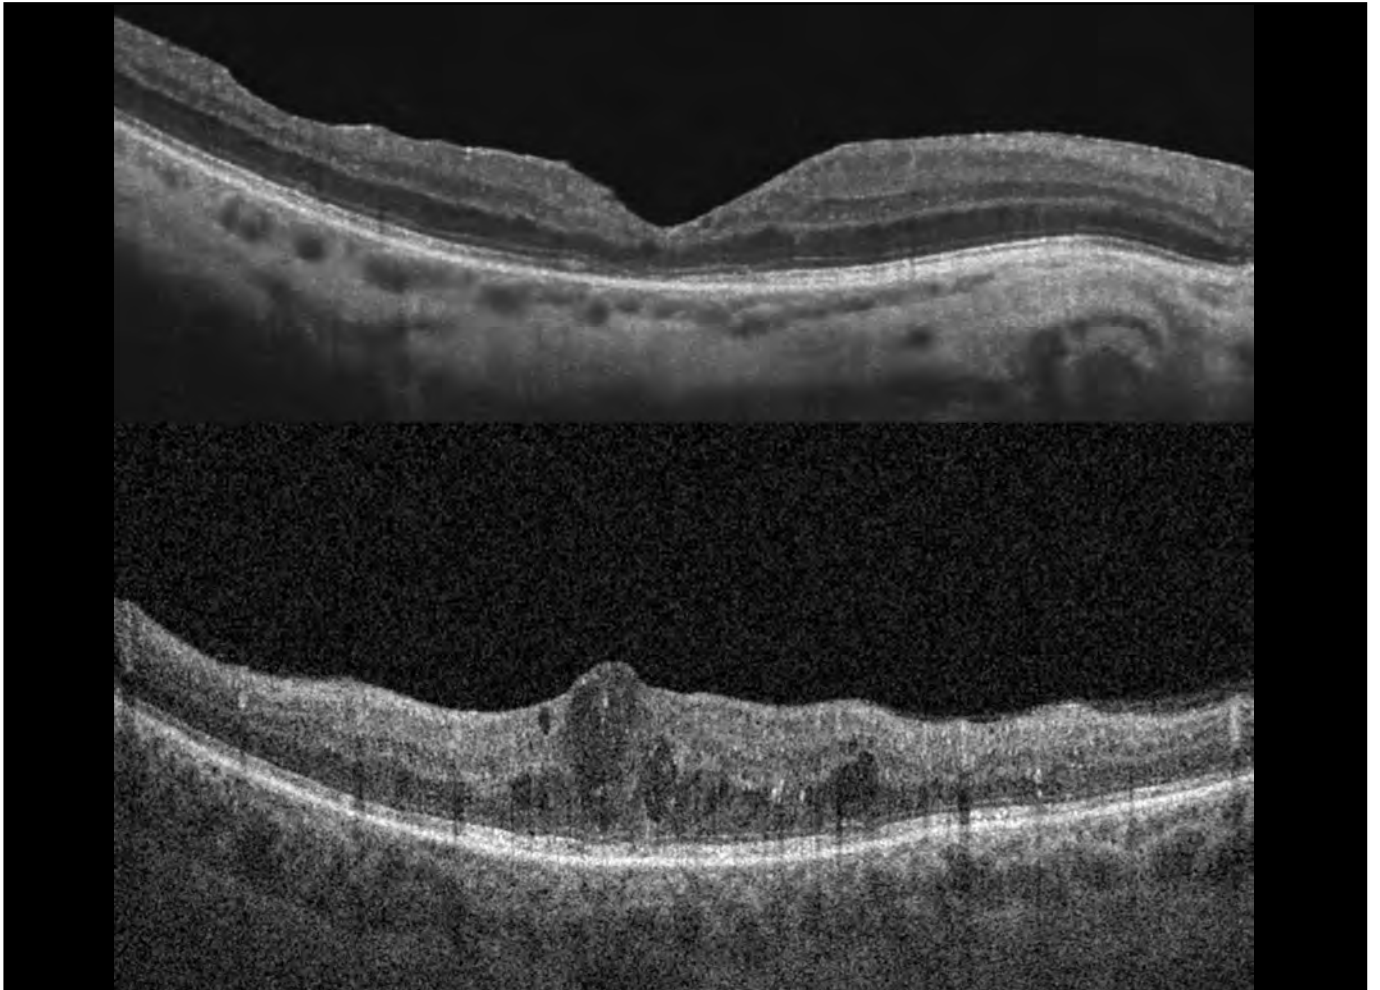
Optische Kohärenztomografie der Makula
